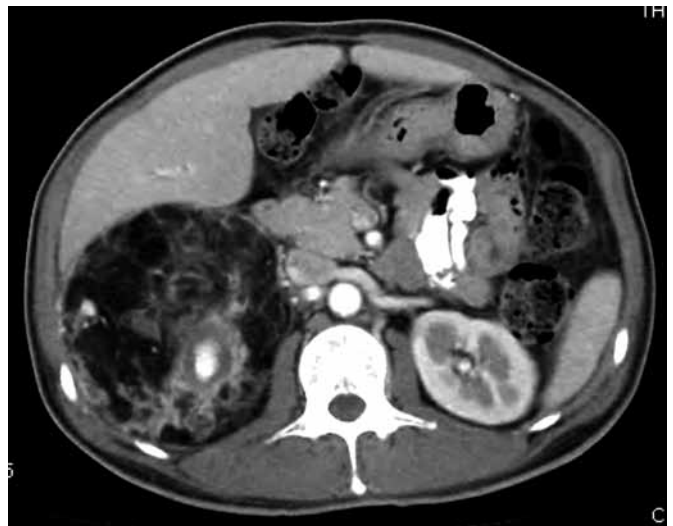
TAC con medio de contraste intravenoso en corte axial. Muestra salida del medio de contraste fuera del vaso, lo que indica hemorragia.
